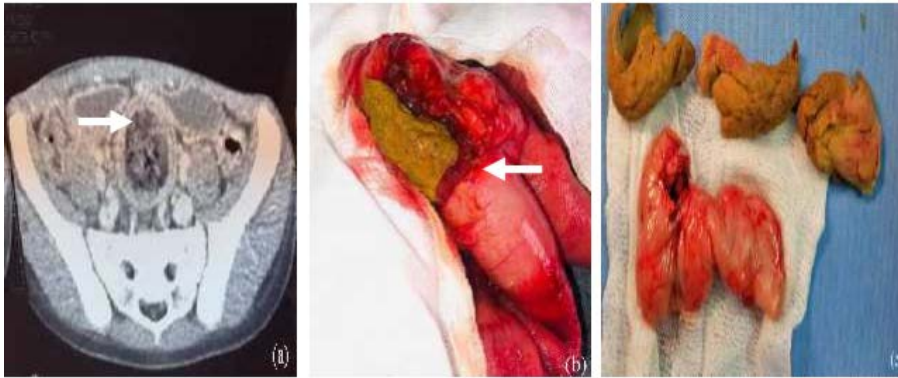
Image TDM montrant le textilome sous forme d'une masse avec des bulles d'air donnant un aspect en fèces sign avec une paroi hyperdense en temps portal (a).
